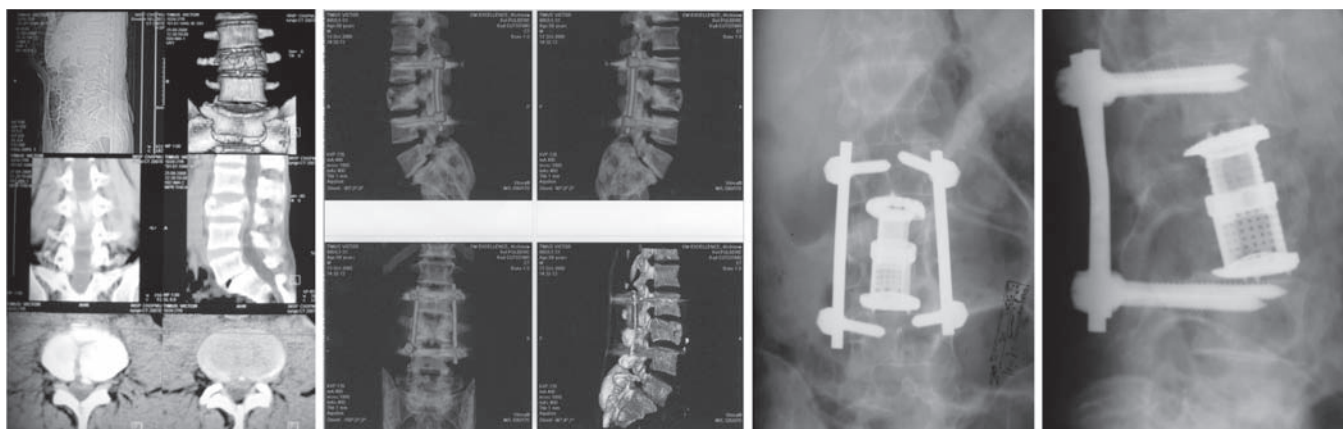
Pacient T, 55 ani cu traumatism vertebro-mielic L3. CT primară, reconstrucție 3D după rahisinteza pediculară și radiografia după spondilodeză circumferențială L2-L4.
